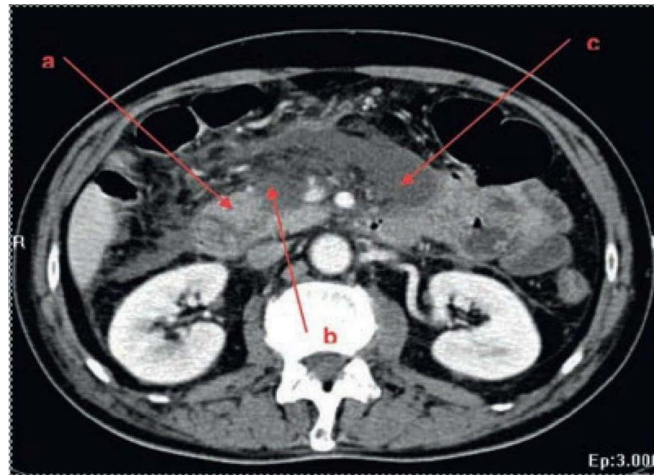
TDM abdominale au temps artériel
